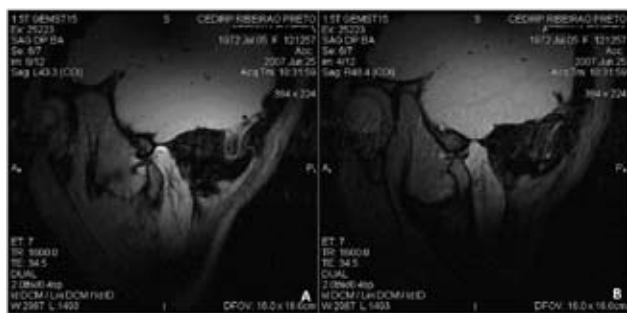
Ressonância magnética das ATM com máxima abertura bucal. Observe o deslocamento do disco para anterior na articulação do lado E (A), ao contrário do lado D (B) que apresenta aspecto de normalidade.
